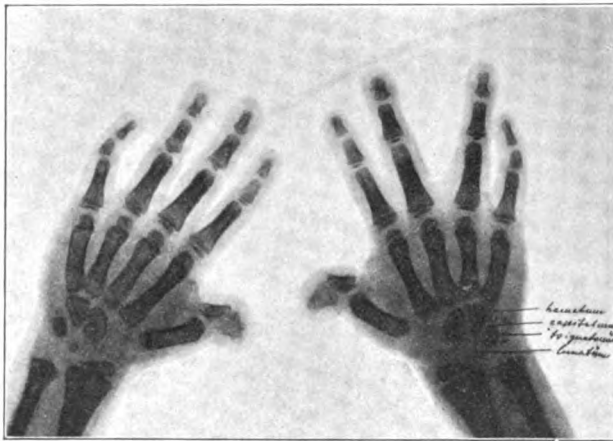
Röntgenbild der Hände (Fig. 3). Mong. Idiotie. Knabe, 9 Jahre alt. Die Knochenkerne des Os multang. majus und minus, naviculare und pisiforme fehlen total, die des Os lunat. und triquetrum sind nur angelegt. Ziemlich weit verknöchert sind nur hamatum und capitatum. Verbildung der 1. Phalanx des Daumens.
